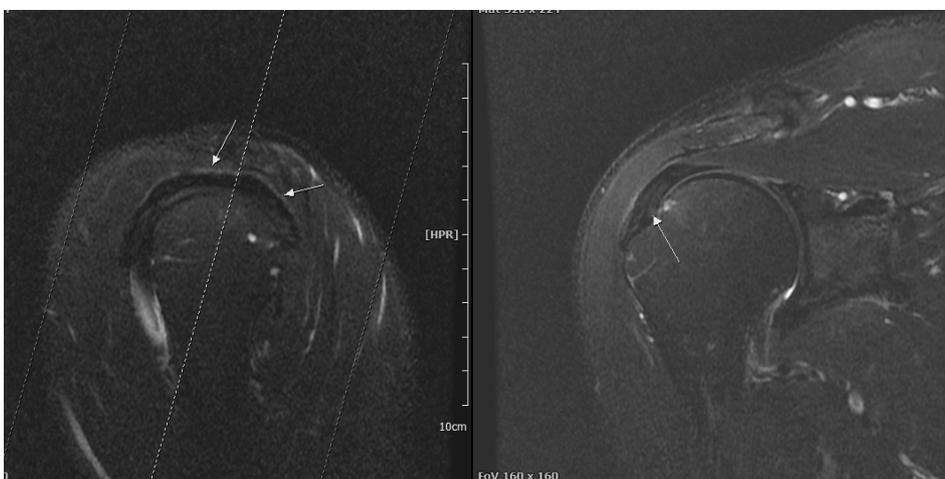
Sagittal&coronal view of Rt. Shoulder MRI (Tendinosis, SST, IST).
